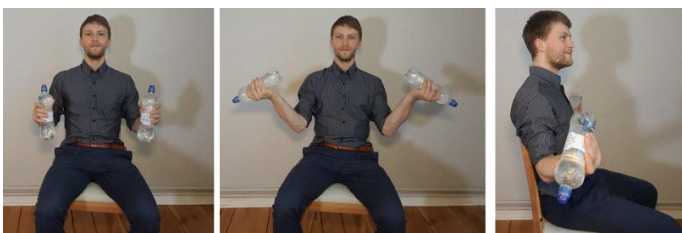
Phasenverlauf der isometrischen RM-Übung
